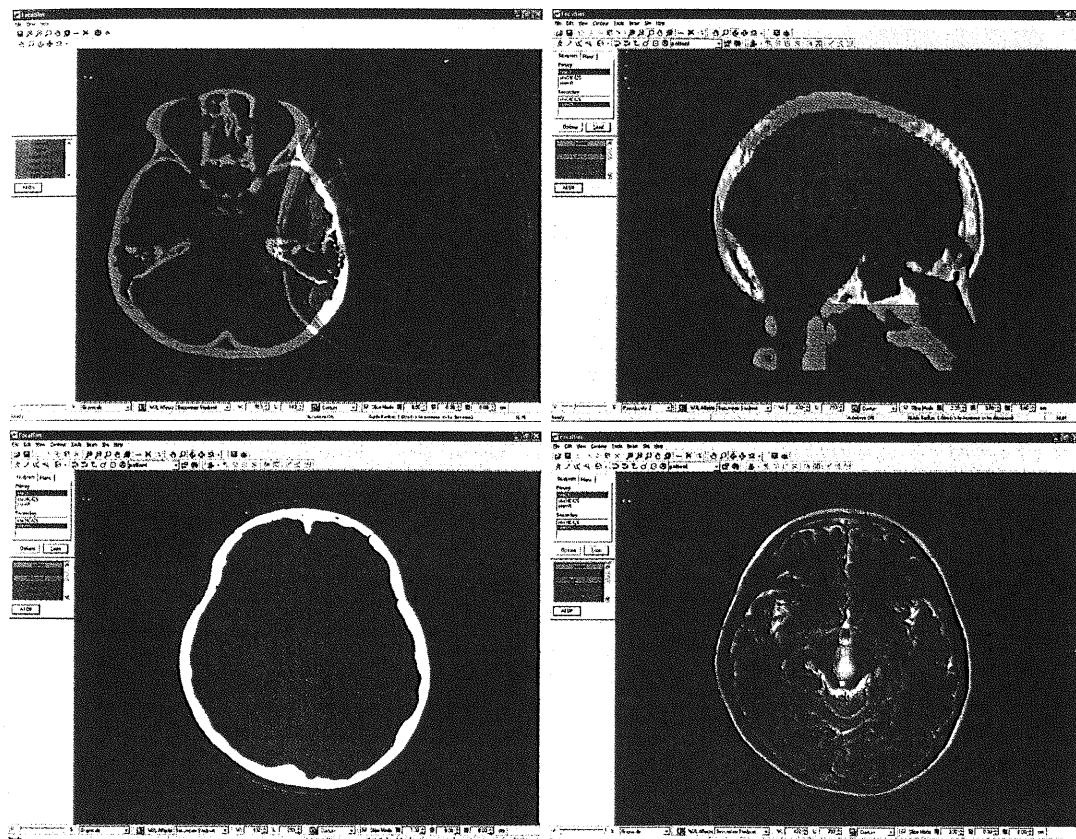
CT と MRI 画像の image fusion
